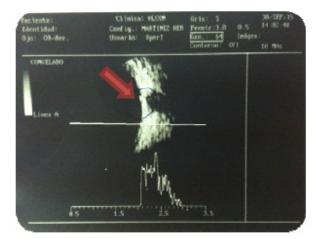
Ecografía ocular dónde vemos una imagen hiperecogénica correspondiente con una drusa de nervio óptico.
